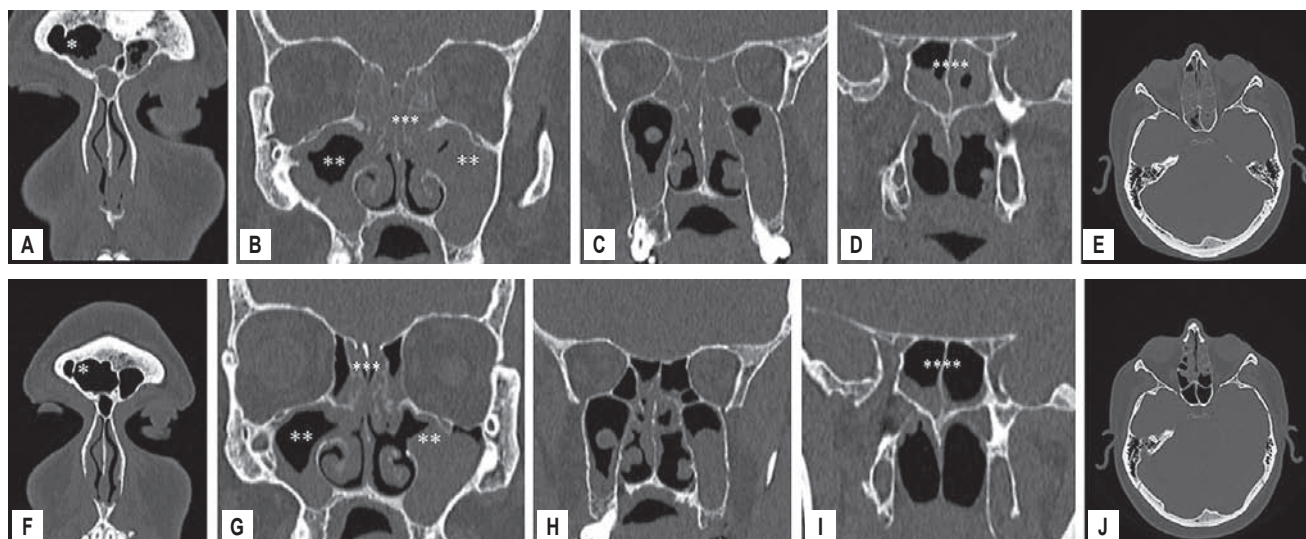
Сравнение компьютерных томограмм околоносовых пазух от марта 2025 г. (А–Е) и марта 2026 г. (F–J). А–Е: Лобные пазухи: пневматизация с обеих сторон субтотально снижена за счет утолщенной слизистой оболочки и жидкого содержимого. Верхнечелюстные пазухи: справа $> 2/3$ – затемнены, слева – субтотально заполнены мягкотканым содержимым, соустья непроходимы. Ячейки решетчатой кости: передние и задние группы клеток тотально затемнены с обеих сторон. Пазухи основной (клиновидной) кости: субтотально затемнены, слева признаки жидкого отделяемого. Носовые раковины: нижние расположены симметрично, средние – недифференцированы; остеомеатальные комплексы затемнены с обеих сторон. Оценка по шкале Лунда–Маккея – 18 баллов. Носовая перегородка незначительно искривлена. F–J: Лобные пазухи: полностью воздушны. Верхнечелюстные пазухи: справа – утолщение слизистой до 3–5 мм; по задней стенке сохраняется полип до 10 мм; слева – субтотально заполнена за счет полипа до 34×19 мм, соустье не просматривается справа, проходимо слева. Ячейки решетчатой кости: передние и задние группы клеток тотально затемнены с обеих сторон, отмечается положительная динамика. Пазуха основной (клиновидной) кости: слизистая циркулярно утолщена до 6–8 мм. Носовые раковины: нижние расположены симметрично, средние – недифференцированы; остеомеатальные комплексы затемнены с обеих сторон. Оценка по шкале Лунда–Маккея – 12 баллов. Носовая перегородка незначительно искривлена
